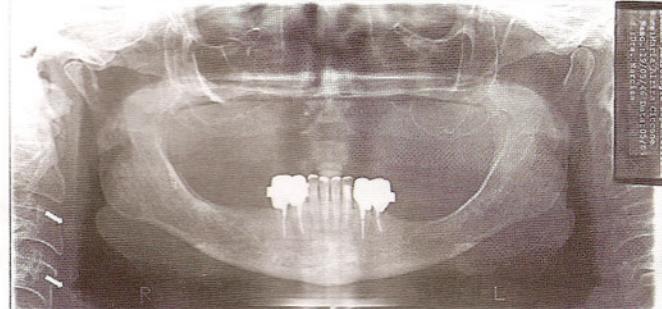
Radiografia Panorâmica de paciente do sexo feminino de 57 anos, com osteoporose e colesterol alto. As setas indicam áreas radiopacas compatíveis a nódulos de calcificação na artéria carótida.
